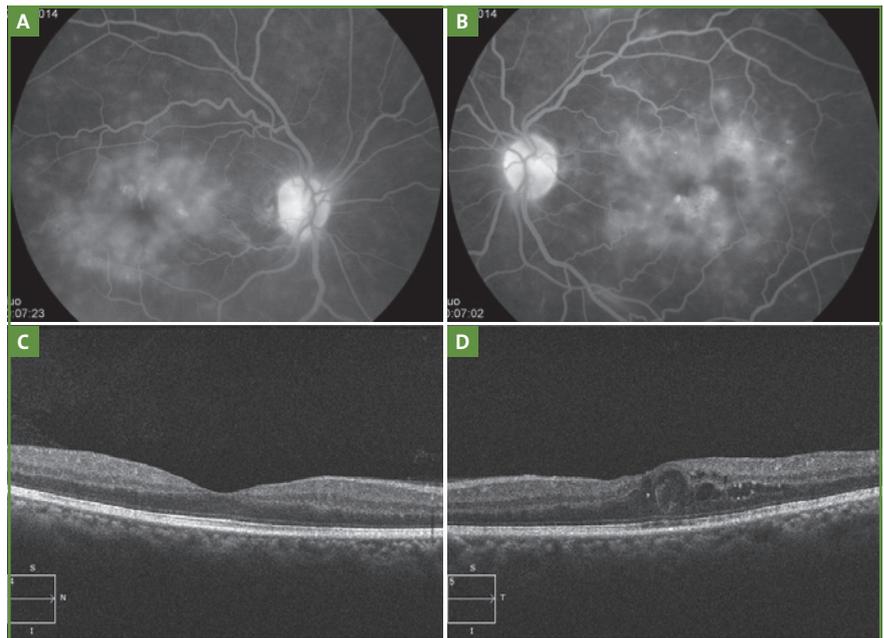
Angiographie à la fluorescéine (TRC-50X, Topcon, France) chez un patient diabétique. Œil droit (A) et œil gauche (B) : rupture de la barrière hématorétinienne interne avec diffusion de fluorescéine au pôle postérieur. Tomographie en cohérence optique (OCT) réalisée le même jour. Œil droit (C) : profil maculaire normal et absence d'œdème maculaire. OCT œil gauche (D) : présence de logettes cystoïdes, œdème maculaire diabétique. (B-scan haute définition horizontale réalisé avec Cirrus, Carl Zeiss Meditec, Inc.).
